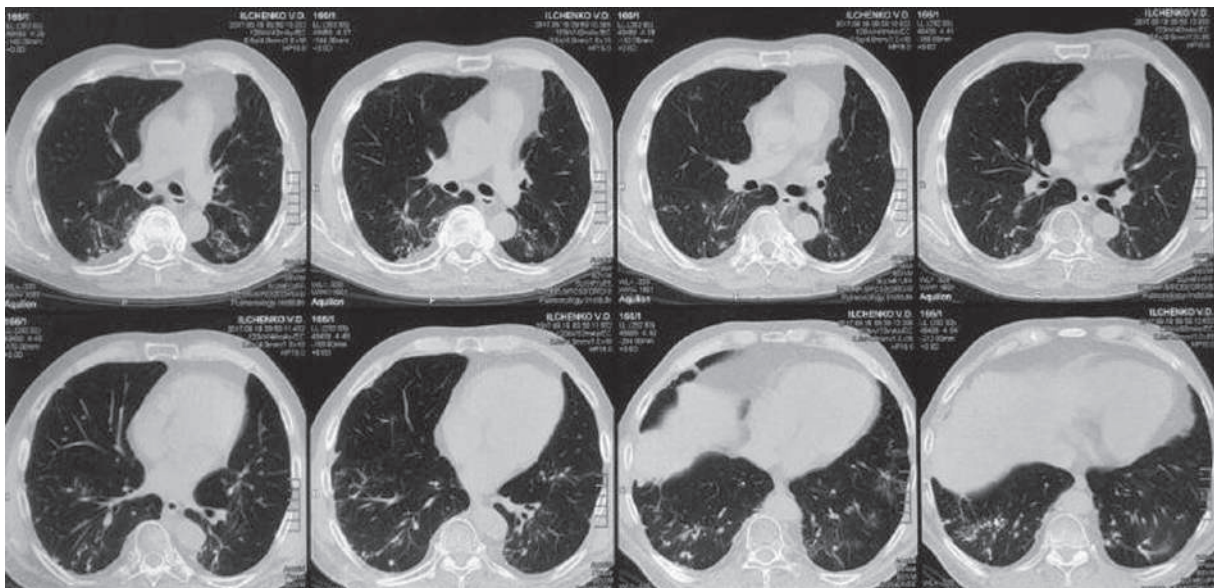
Хворий І., КТ ОГП через 2 місяці після біопсії легені.
